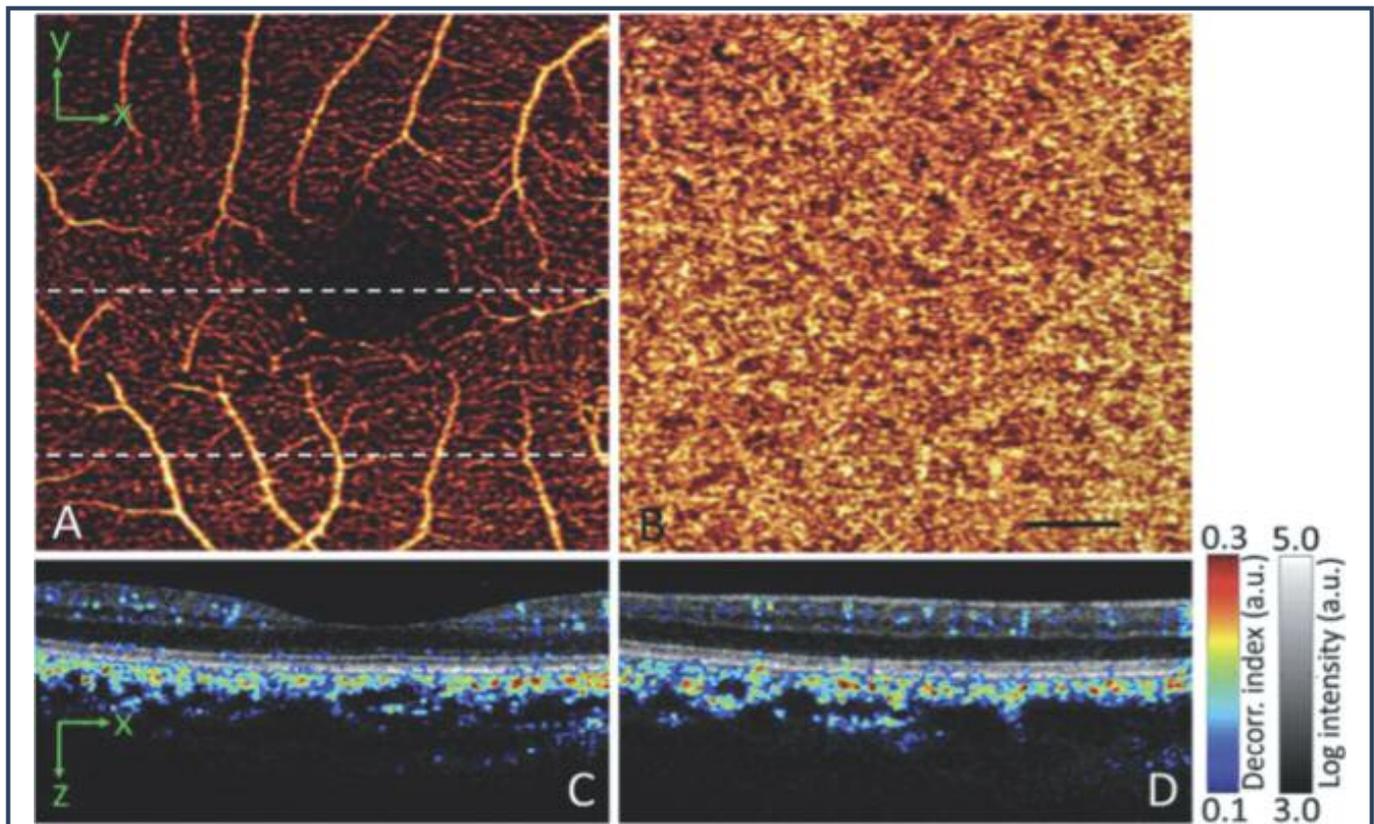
A) Circolazione retinica in face dopo decorrelazione con SSADA del segnale tomografico; B) Circolazione coroideale in face dopo decorrelazione con SSADA del segnale tomografico, barra nera = 500 μm ; C) Cross Section orizzontale passante per la fovea (linea tratteggiata superiore in A) con informazioni sul flusso (scala dei colori) e sulla struttura (scala dei grigi); D) Cross Section orizzontale passante per la linea inferiore in A (Yali Jia et al.).
